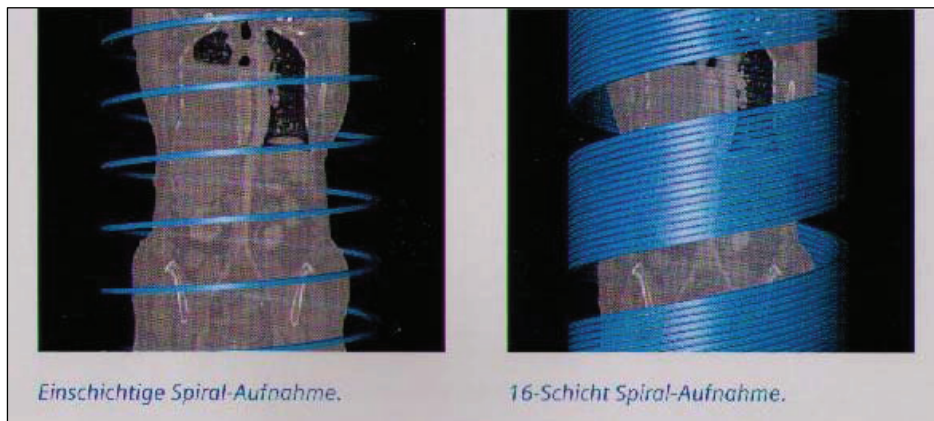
Einschichtige Spiral-Aufnahme; 16-Schicht Spiral-Aufnahme, aus Computertomographie, Geschichte und Technologie. München: Siemens AG, 06.2006, Seite 23
